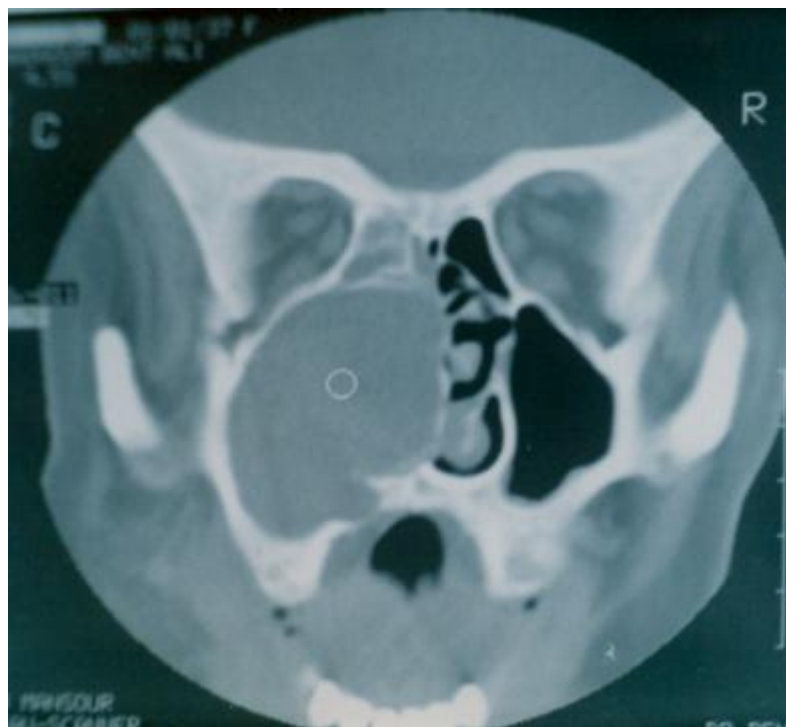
TDM en coupe axiale : Mucocèle maxillaire [42].
